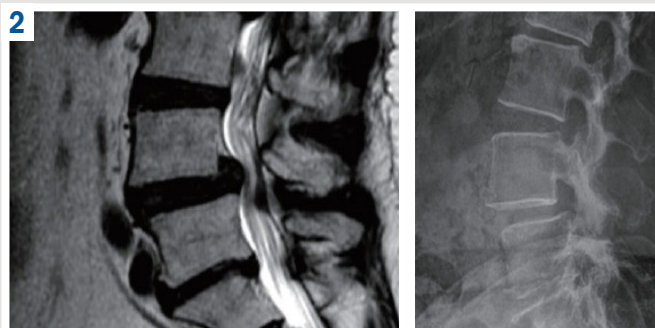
МРТ попереково-крижового відділу хребта – грижа L4–L5 МхД, нестабільність у сегменті L4–L5.
